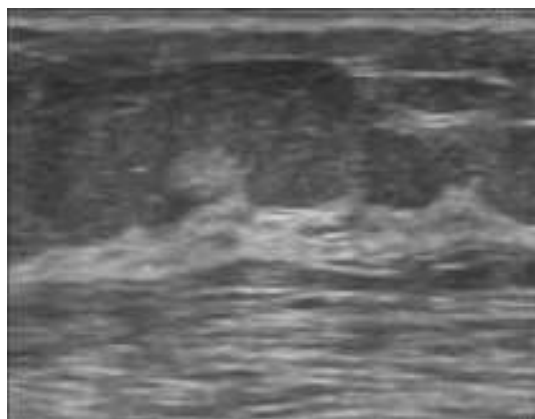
Липома МЖ на УЗИ
